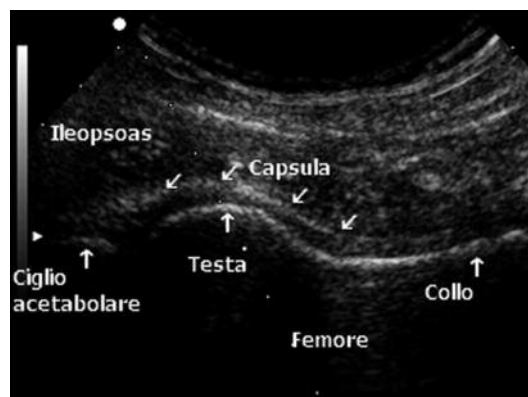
Anatomia ecografica dell'anca.
